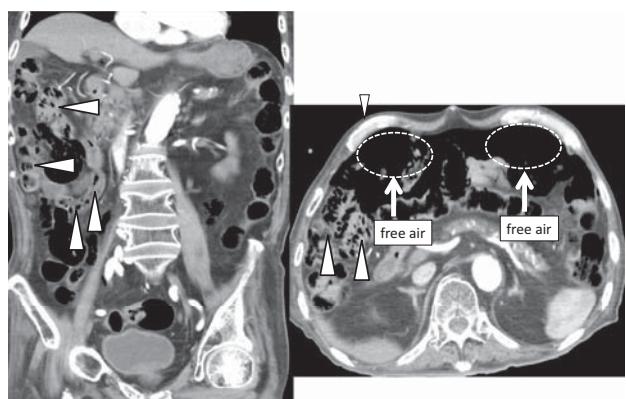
症例4の腹部CT像：小腸全域にわたり腸管気腫像（△）を認めた。
